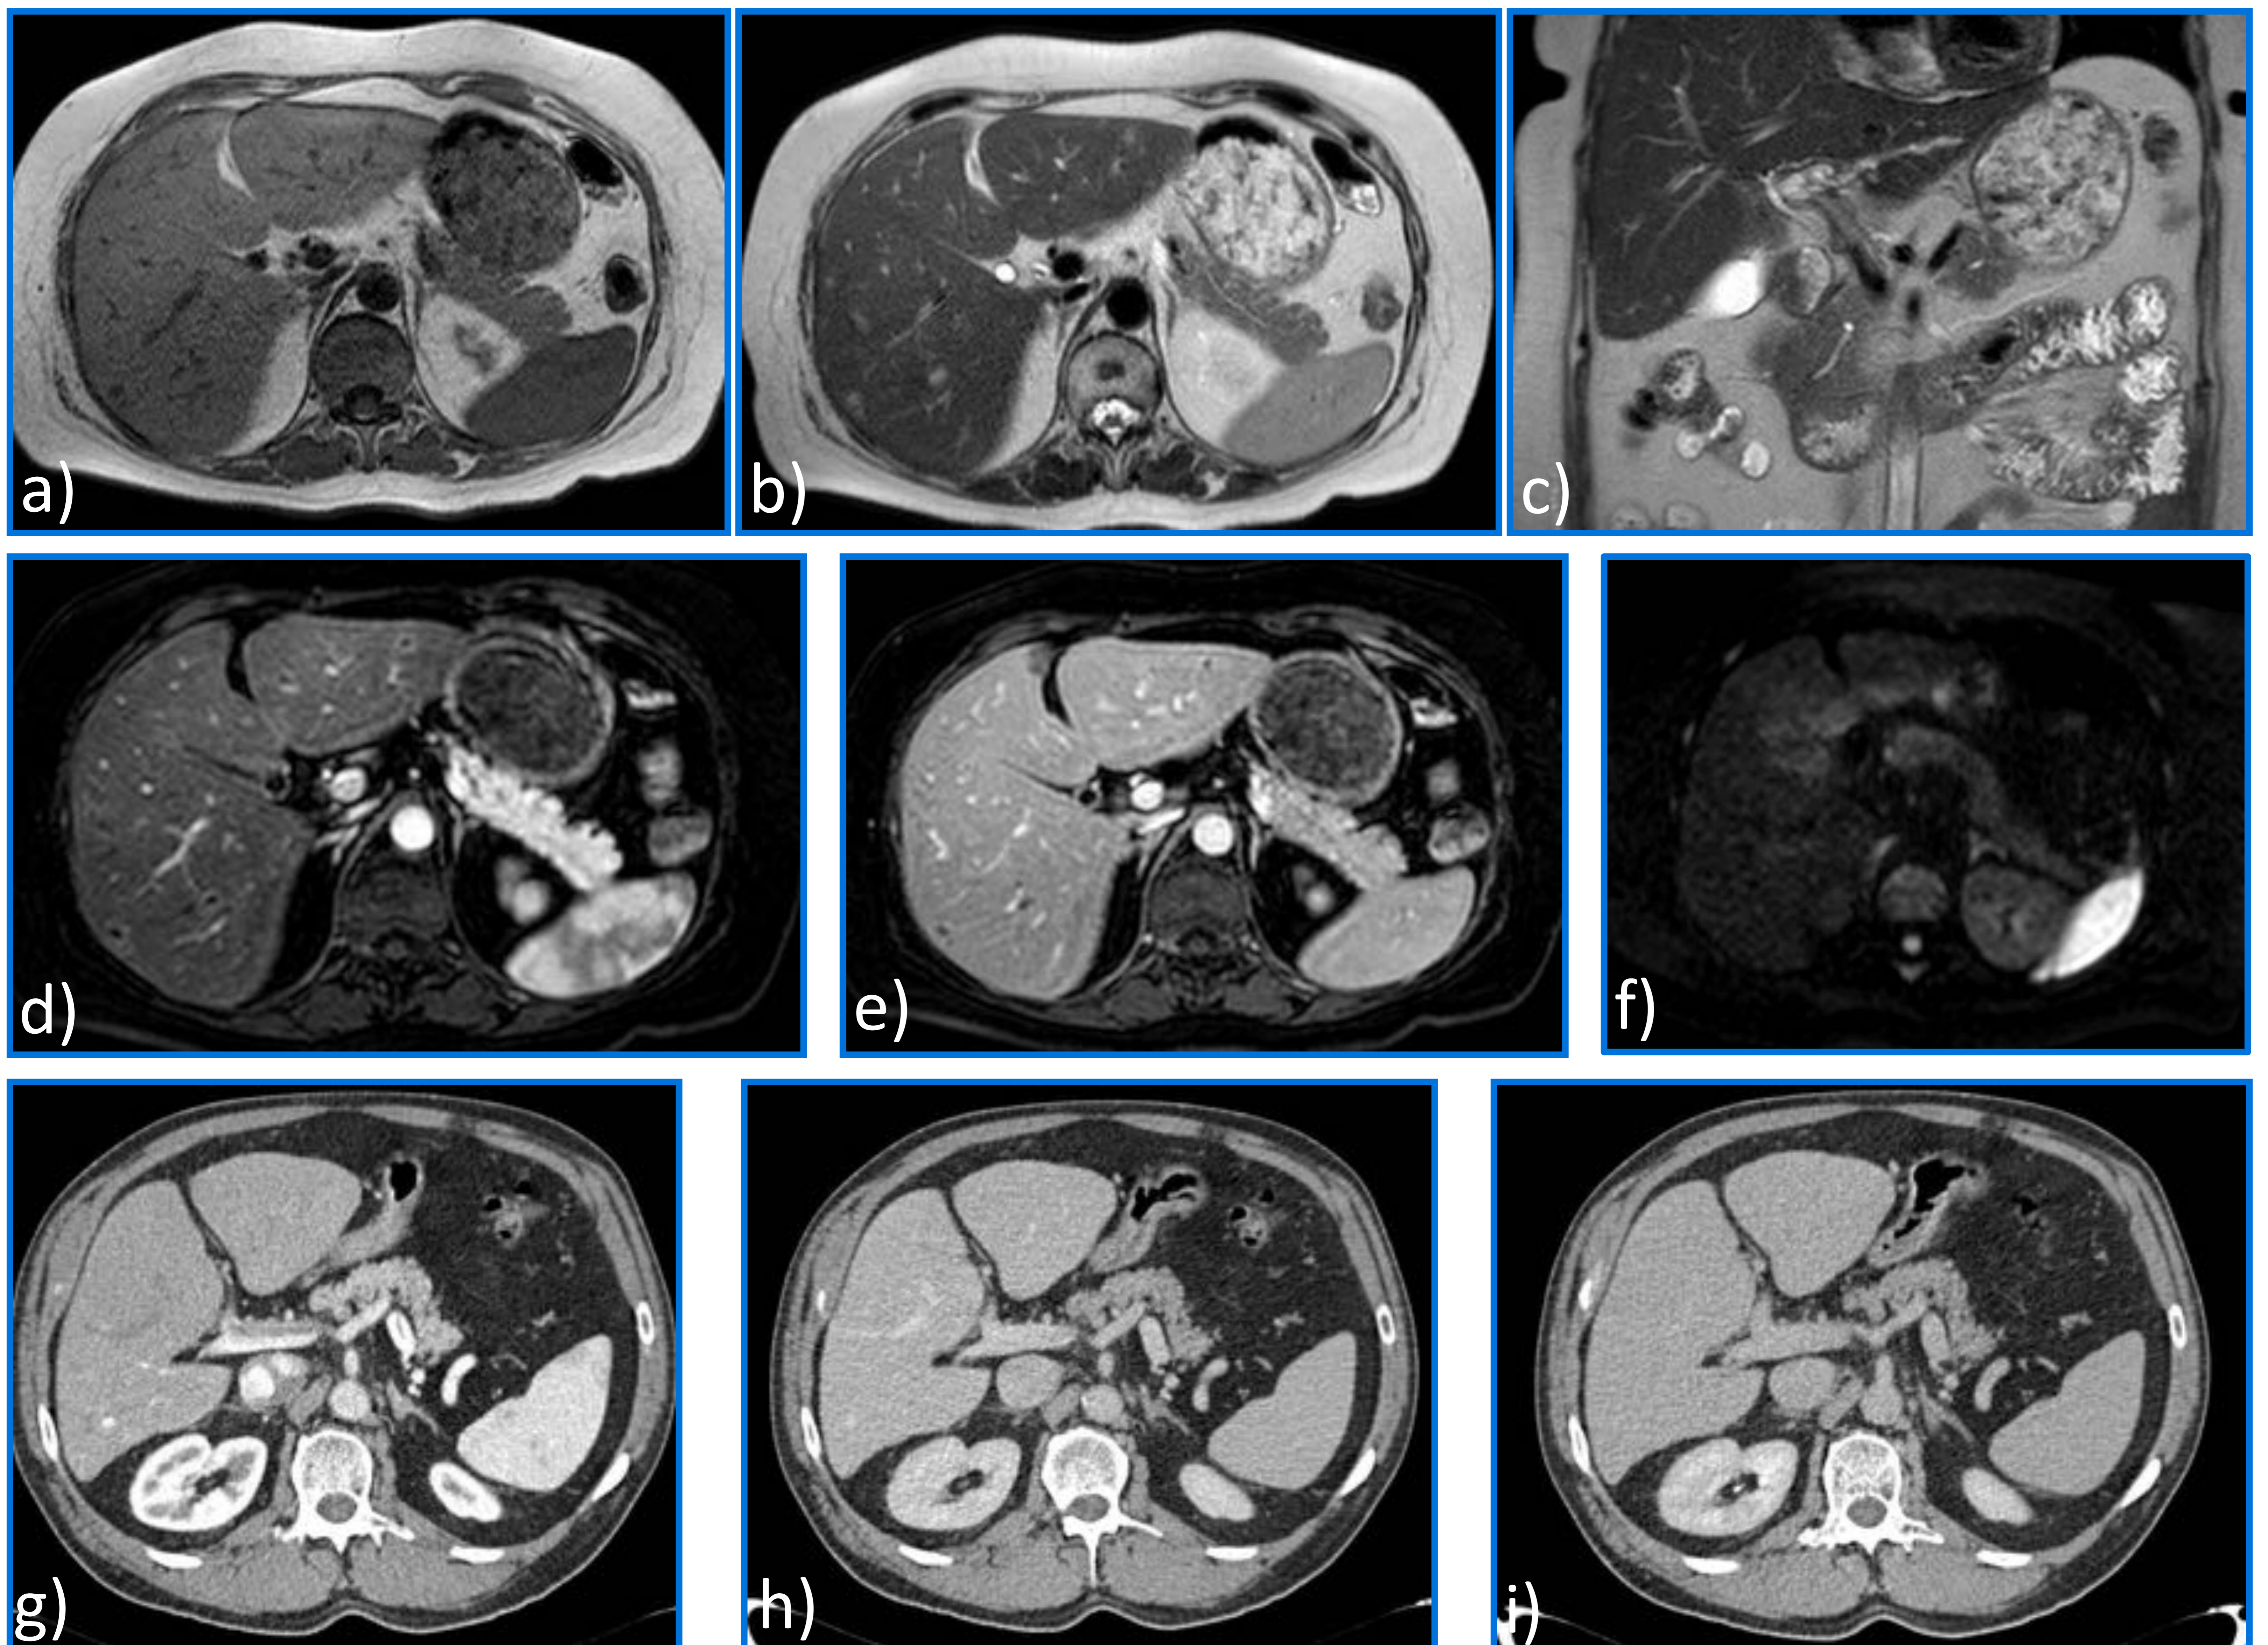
Páncreas normal. RM con imágenes potenciadas en T1 (a), T2 axial (b) y coronal (c), tras administración de CIV en fase arterial (d), portal (e) y estudio de difusión (f). TC de abdomen en fase arterial tardía (g), portal (h) y tardía (i).
